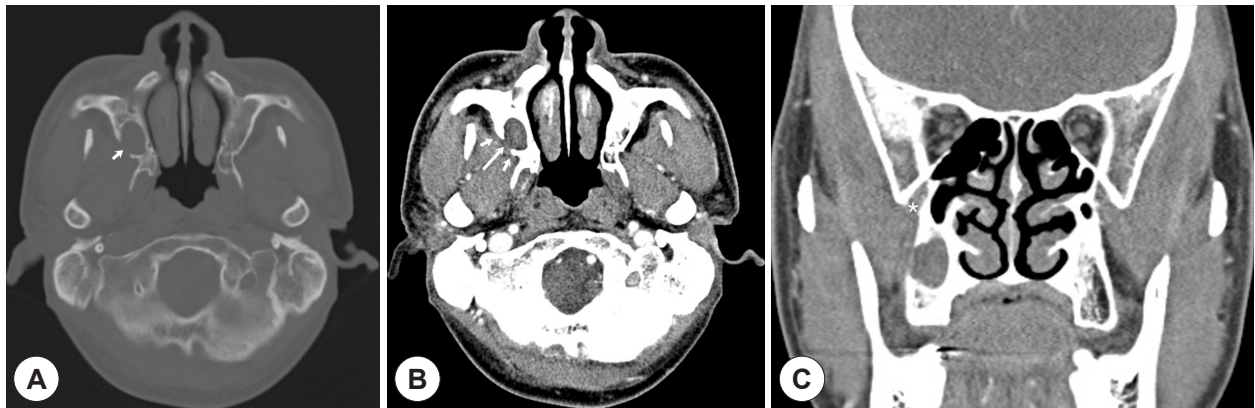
Images of paranasal sinus CT. A: Bone setting of coronal view shows a 1.8 cm-sized cystic lesion with bone remodeling (arrow) at the postoperative right maxillary sinus. B: Enhanced image shows fat infiltration and inflammatory changes (short arrow) on bony dehiscence side of postoperative maxillary cyst (long arrow). C: Pterygomaxillary fissure (asterisk) is observed upper side of bony dehiscence site at coronal image.
